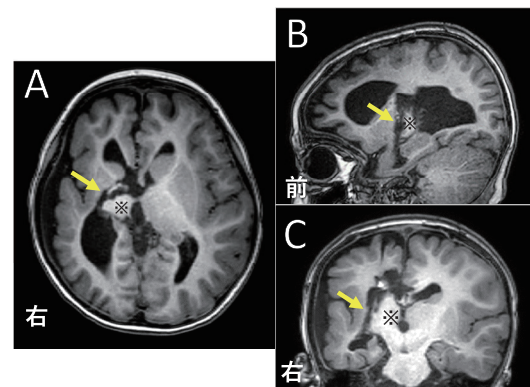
術後頭部MRI画像。A：水平断。視床と右半球をつなぐ白質繊維の離断線を示す(矢印)。B：矢状断。視床前縁の離断線を示す(矢印)。C：冠状断。右側脳室から側脳室下角をつなぐ離断線を示す(矢印)。※は視床。
